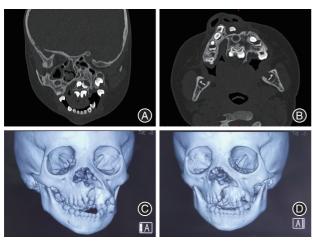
单侧完全性唇裂伴上颌骨复制畸形患者第2次术前CT扫描影像 A:冠状位观;B:轴位观;C:右侧15°三维重建影像;D:左侧15°三维重建影像。
